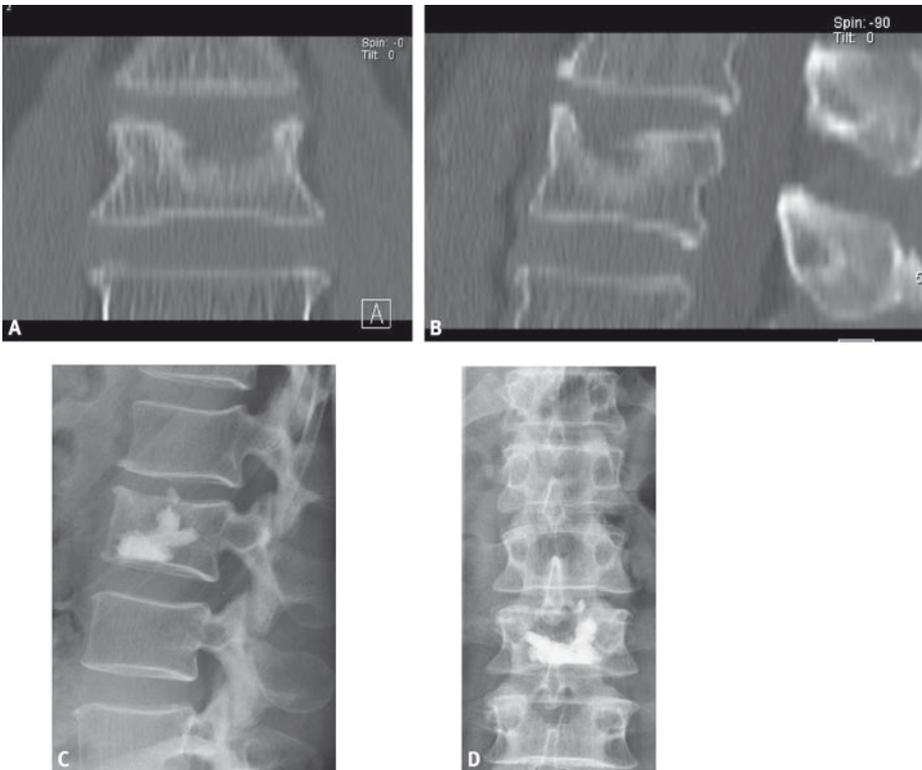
männlich, 67 Jahre A–B: frontale und sagittale CT-Rekonstruktion mit zentraler Sinterungsfraktur. C–D: Z.n. Kyphoplastie mit guter Aufrichtung des Wirbelkörpers.
